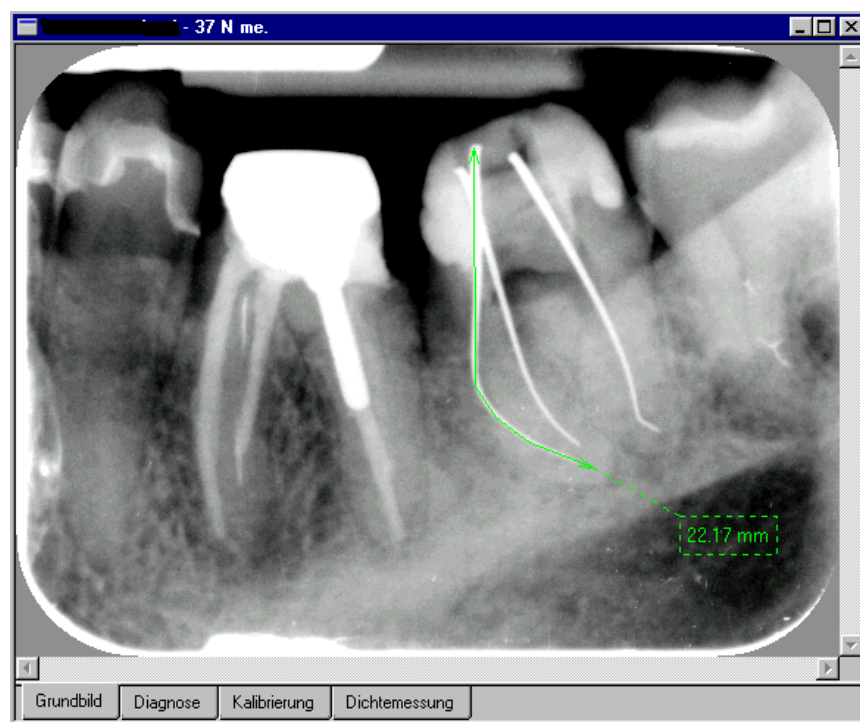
Meßaufnahme in Paralleltechnik mit Silberstift als Referenz (Software: Digora 2.5). In modernen Softwareoberflächen für die digitale Radiografie werden bereits Möglichkeiten für die Kalibrierung von Projektionsfehlern und die Längenbestimmung mittel Streckenzügen vorgesehen [Stoll et al. 2001].
